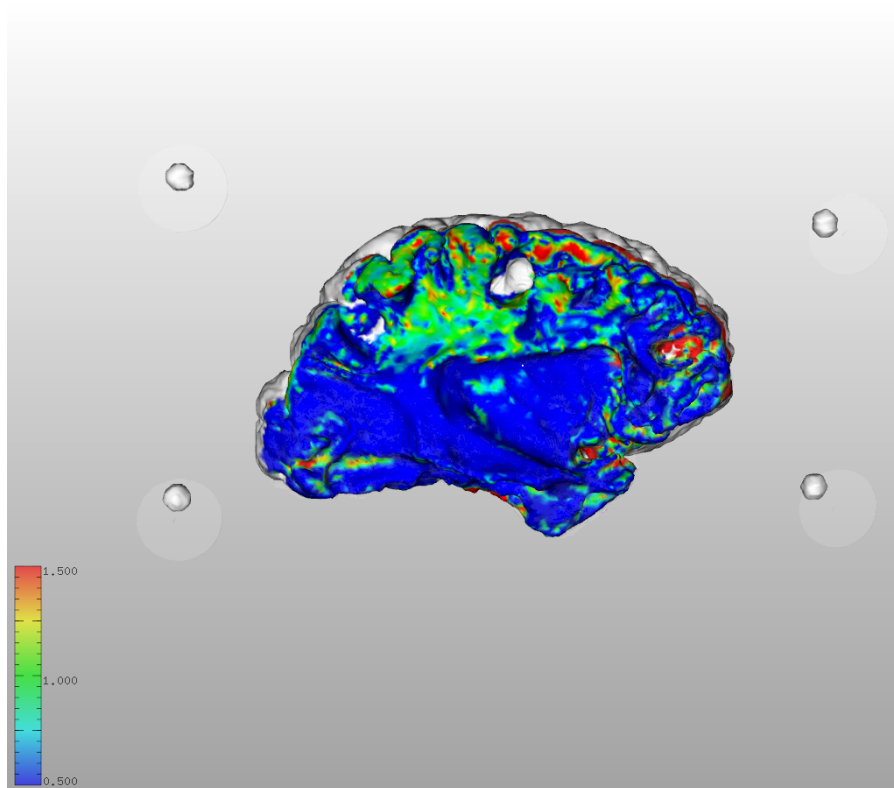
Visualisation du recalage d’une surface issue de l’acquisition laser d’une pièce en cours de dissection (FIB016_HD) avec la surface issue de l’acquisition IRM à la même étape de dissection (segmentation eau/cerveau)
